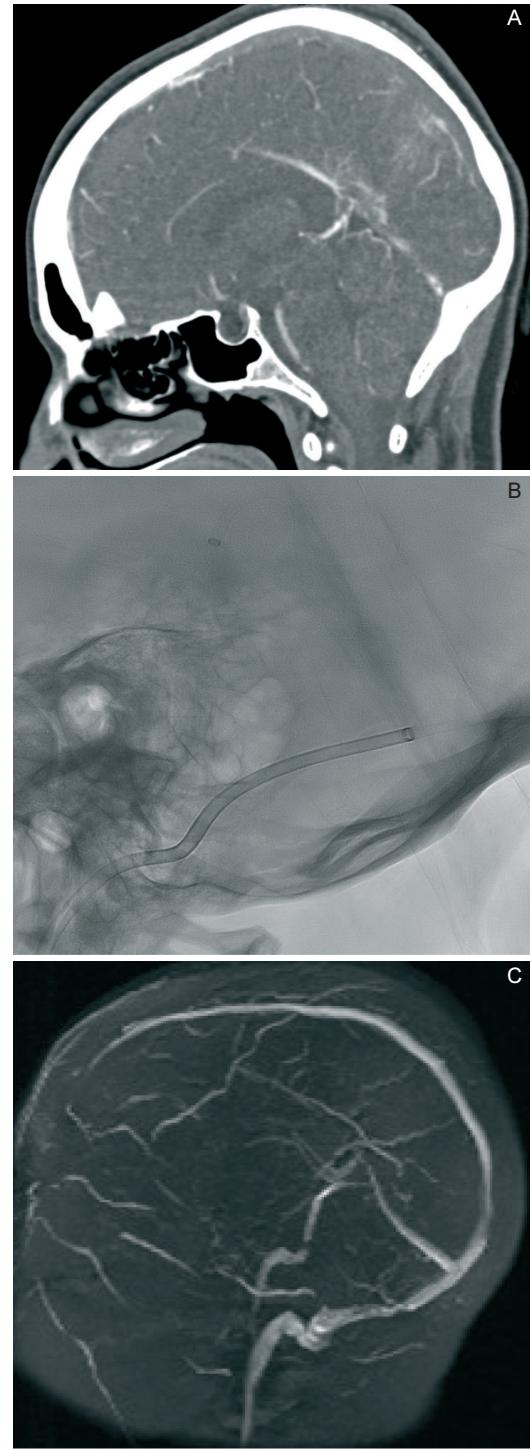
Case 2. A. CTA. Almost complete occlusion of the superior longitudinal sinus, straight sinus and the vein of Galen with deep venous drainage system impairment (coexists right transverse-sigmoid sinus occlusion, not showed). B. Endovascular recanalization procedure using both aspiration and stent-retriever (aspiration in the vein of Galen, showed). C. 10 months MRA follow-up shows complete patency of all dural sinuses.
